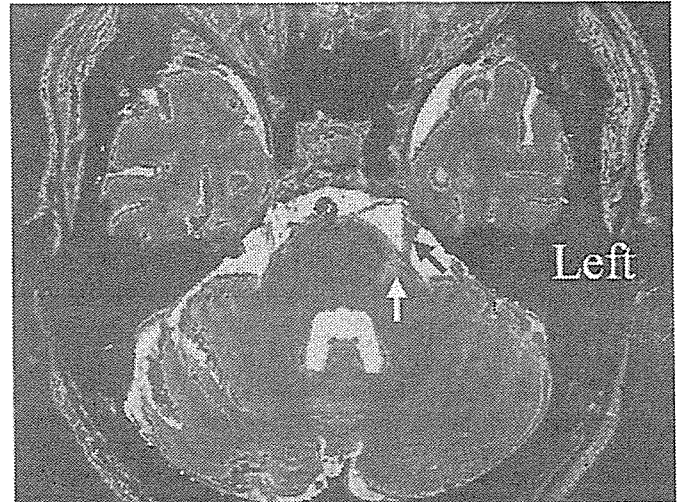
weighted MRI superimposed on a three-dimensional constructive interference in the steady state image revealing a tiny wedge-shaped lesion in the pontine base consistent with an old infarction (white arrow), which has affected the intramedullary portion of the left trigeminal root. Black arrow indicates the left trigeminal nerve.
